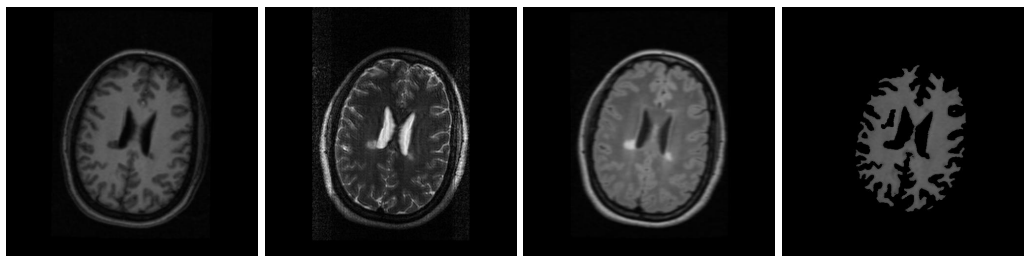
Imagen T1 Preprocesada Figura 5.13: Imagen T2 Preprocesada Figura 5.14: Imagen FLAIR Preprocesada Figura 5.15: WM obtenida de *K-Means*
